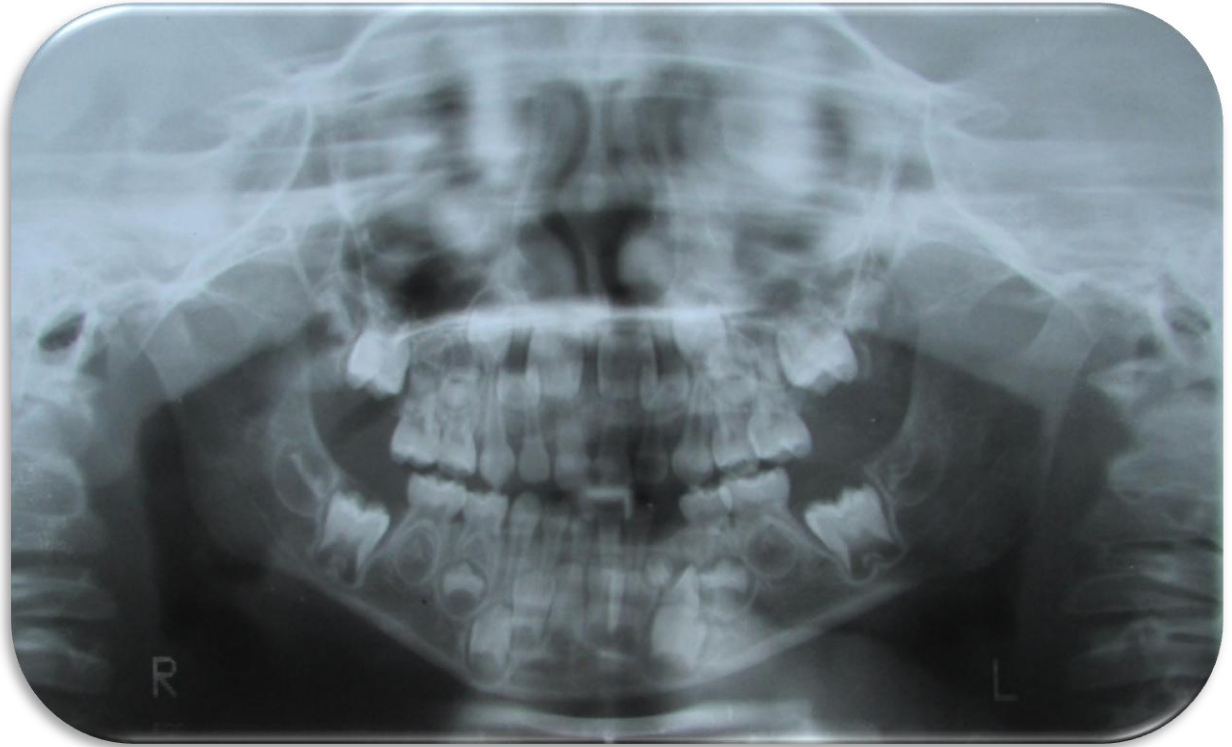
radiografia panorâmica, observamos massa radiopaca na região do dente 73.
